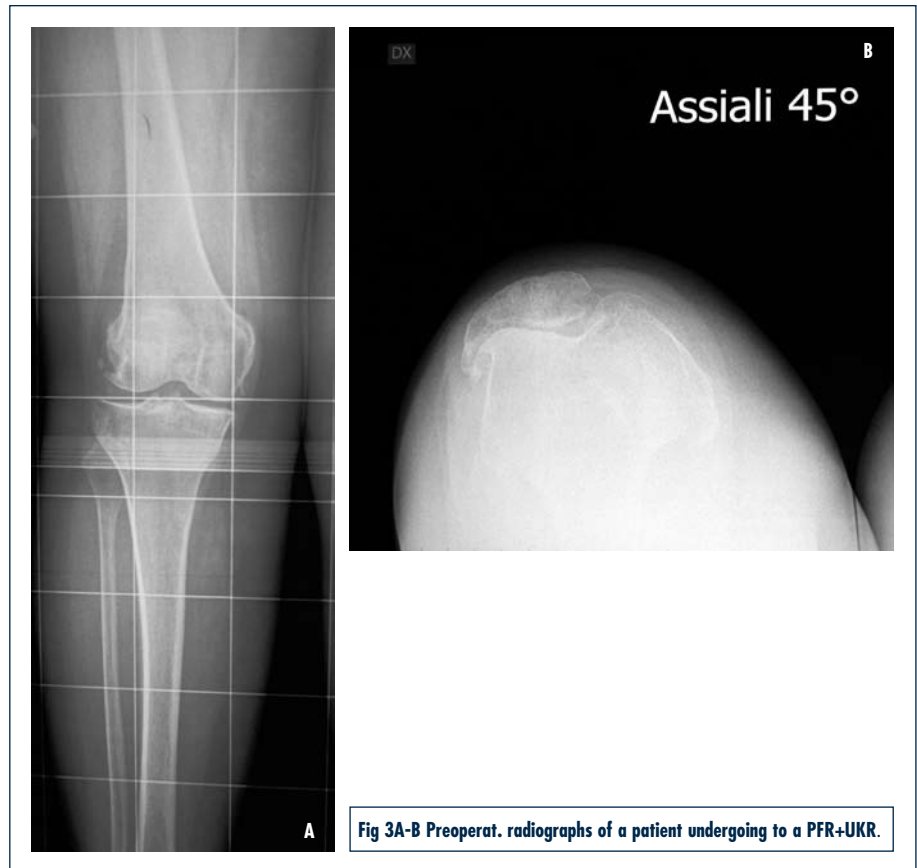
Preoperat. radiographs of a patient undergoing to a PFR+UKR.
